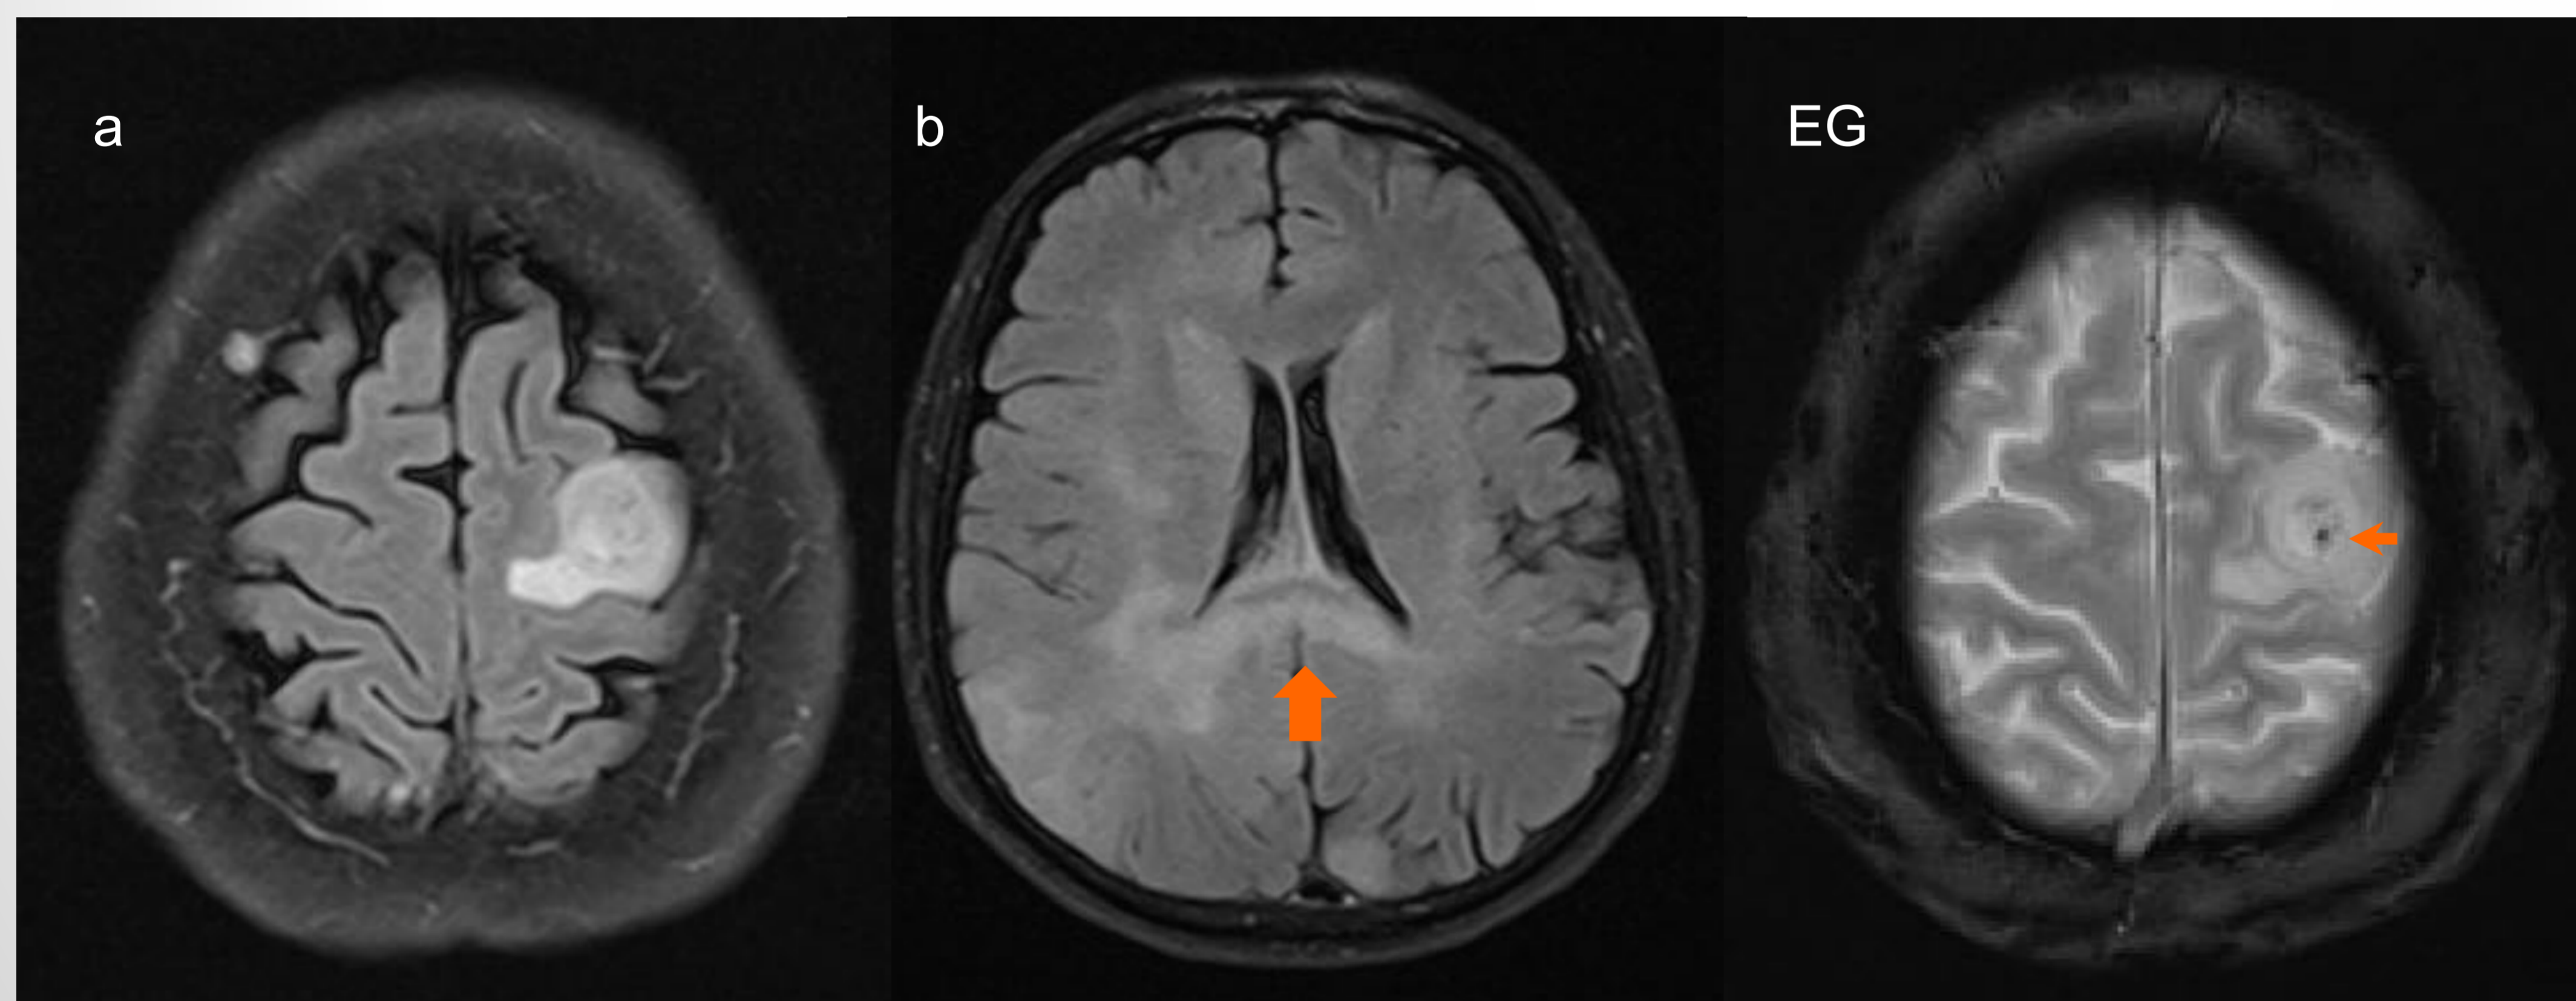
Imágenes axiales de RM en secuencia FLAIR (a y b) y eco de gradiente (EG) de un varón de 55 años con diagnóstico de glioblastoma.
